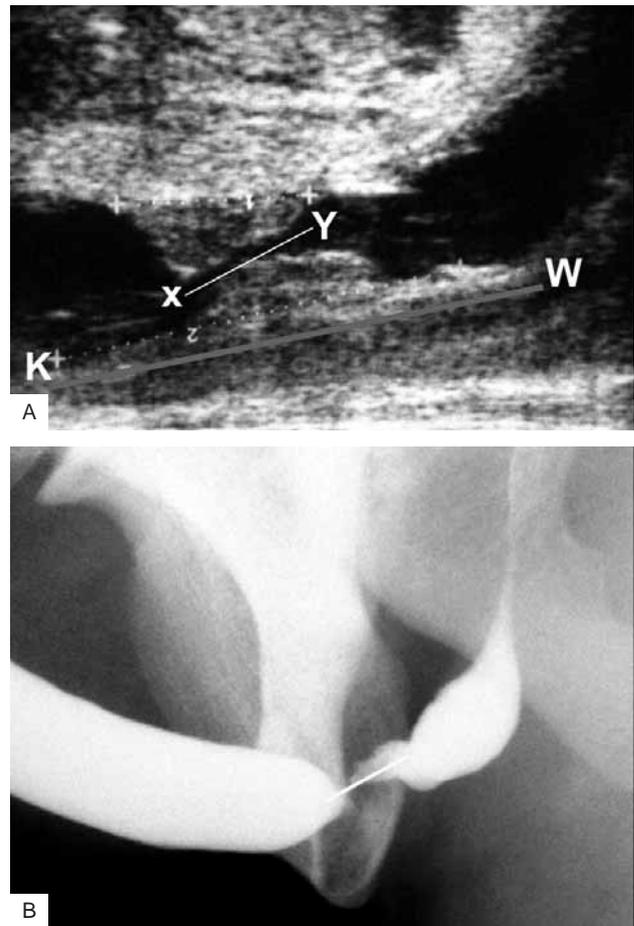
Uretrografia ed Ecografia in stenosi bulbare: lunghezza del tratto stenotico (linea X-Y), lunghezza di tutta la parete spongiofibrotica (linea K-W) (A). L'ecografia evidenzia un coinvolgimento spongiofibrotico della parete uretrale più lungo (A) della stenosi risultante dall'Uretrografia (B). *Urethrography and ultrasonography in bulbular stricture: length of the strictured tract (line X-Y), length of the entire spongiofibrotic wall (line K-W) (A). The ultrasonography shows a spongiofibrotic urethral wall longer (A) than the urethrographic stenosis (B).*
